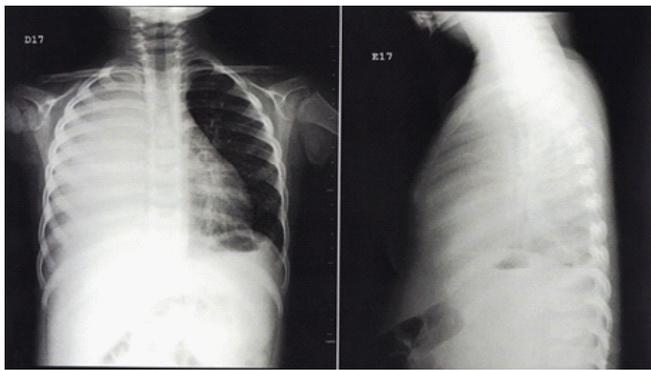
Radiografia realizada em 23/08/18, hipotransparência em todo hemitórax direito, evidenciando piora clínica da paciente.
